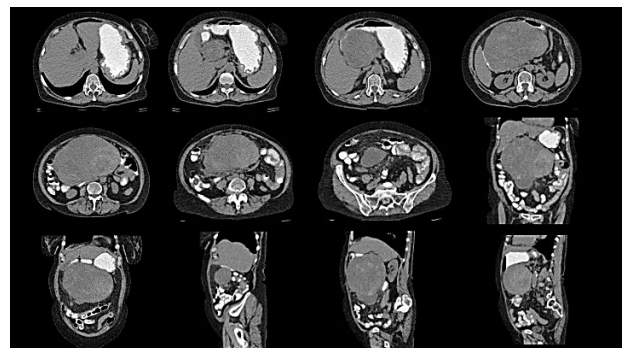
Imágenes de TC en cortes axiales, coronales y sagitales en fase arterial con medio de contraste oral. Se puede observar como la masa presenta un ligero realce heterogéneo de la pared.
